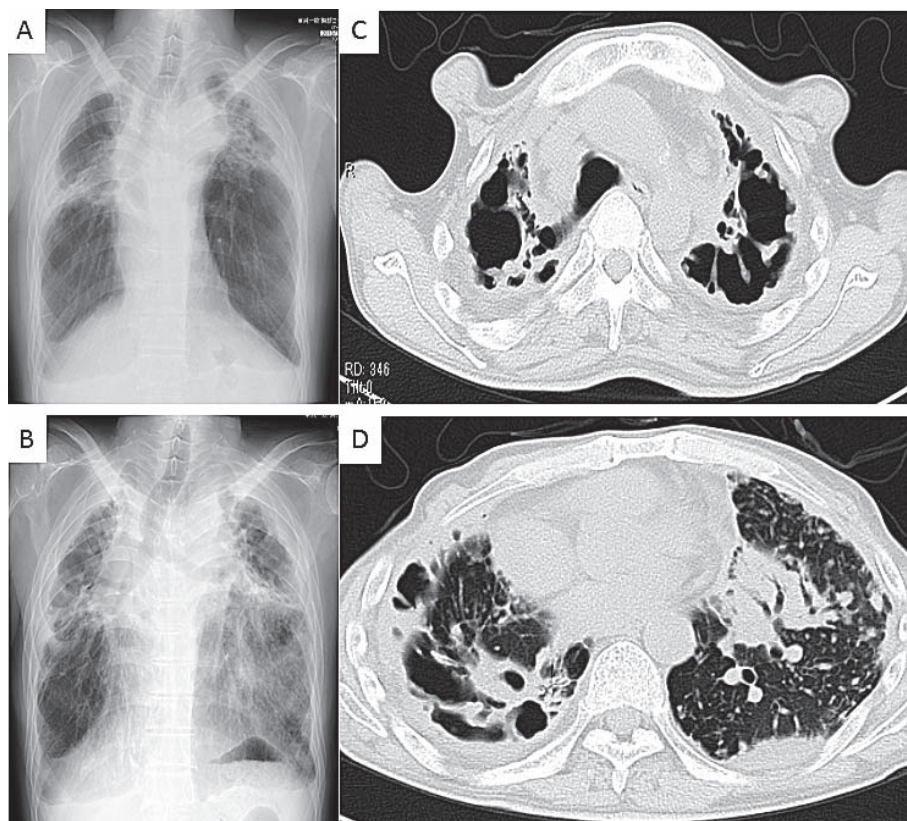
(Case 7): Chest X ray (A) showed large cavitary lesions with fibrosis in bilateral upper lobes before treatment. Chest X ray (B) and CT (C, D) showed that bilateral cavitary lesions got worse and consolidation revealed in the left lingular segment and lower lobe 27 months later.
